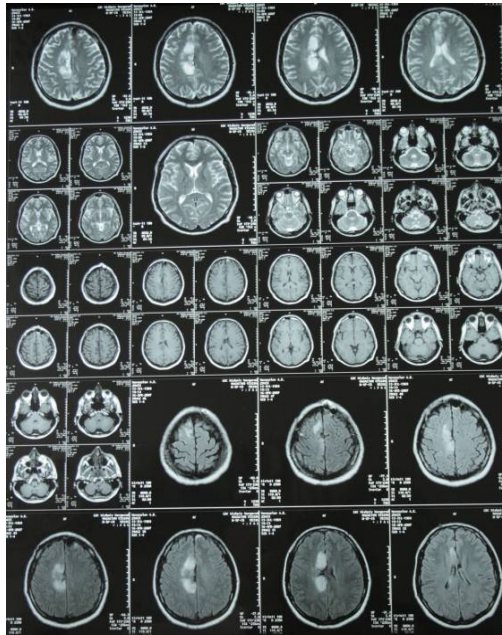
МРТ от 16.04.2007. Продолженный рост опухоли в медиальные отделы лобной и теменной долей справа. По сравнению с предыдущей МРТ от 1.06.2006. без динамики
